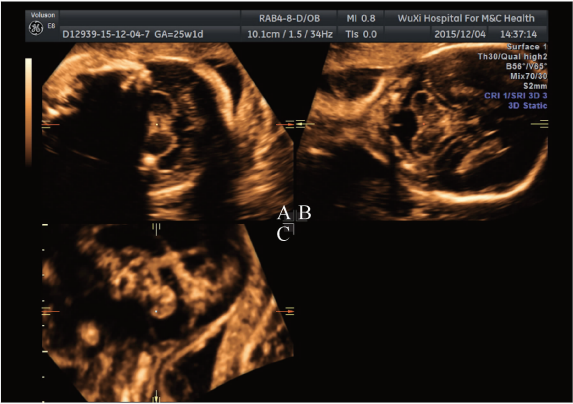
正常胎儿头颅三维超声三个正交平面 VCI 成像
